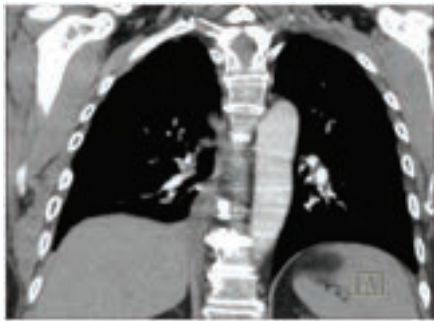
CT-scan 3 muaj pas RezekSIONIT Semi Sleeve i lobit të poshtëm të djathtë
